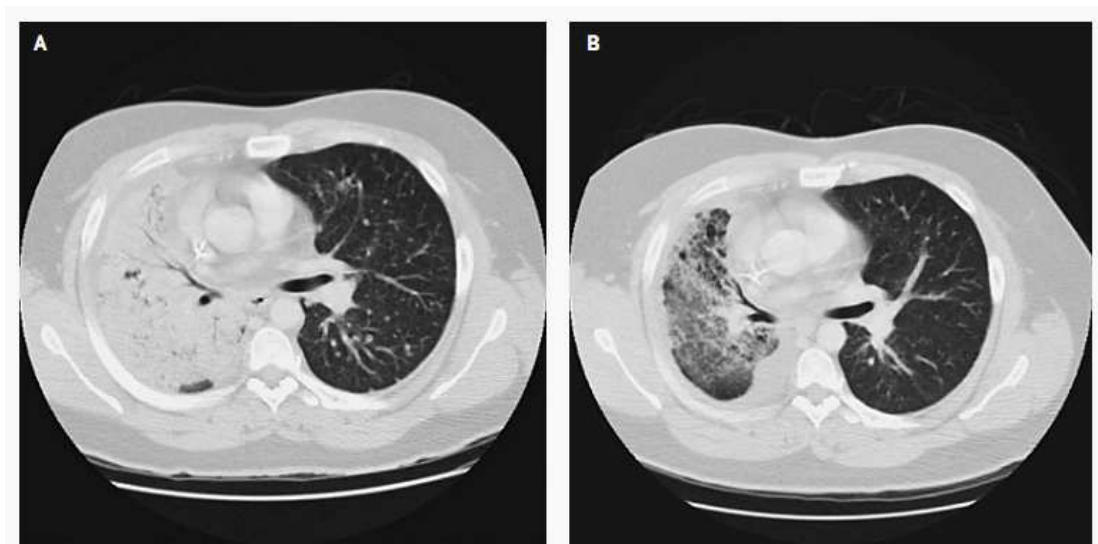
Resposta positiva ao tratamento com *Gefitinib* (inibidor da actividade TK) num paciente com NSCLC
